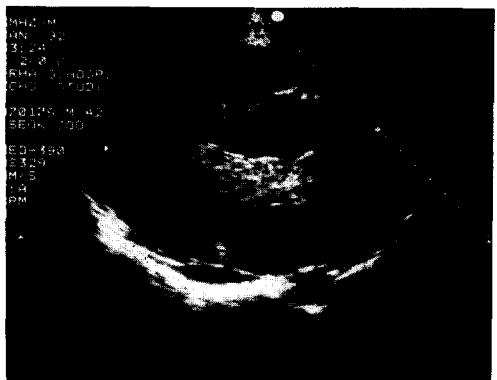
술전 이면 심초음파. 좌심방내에 크고 균일한 음영이 심방중격에 붙어 있으며 이완기시 승모판막을 통하여 좌심실까지 밀리는 것을 볼 수 있고, 그 외 중등도의 심낭삼출액이 보인다.
